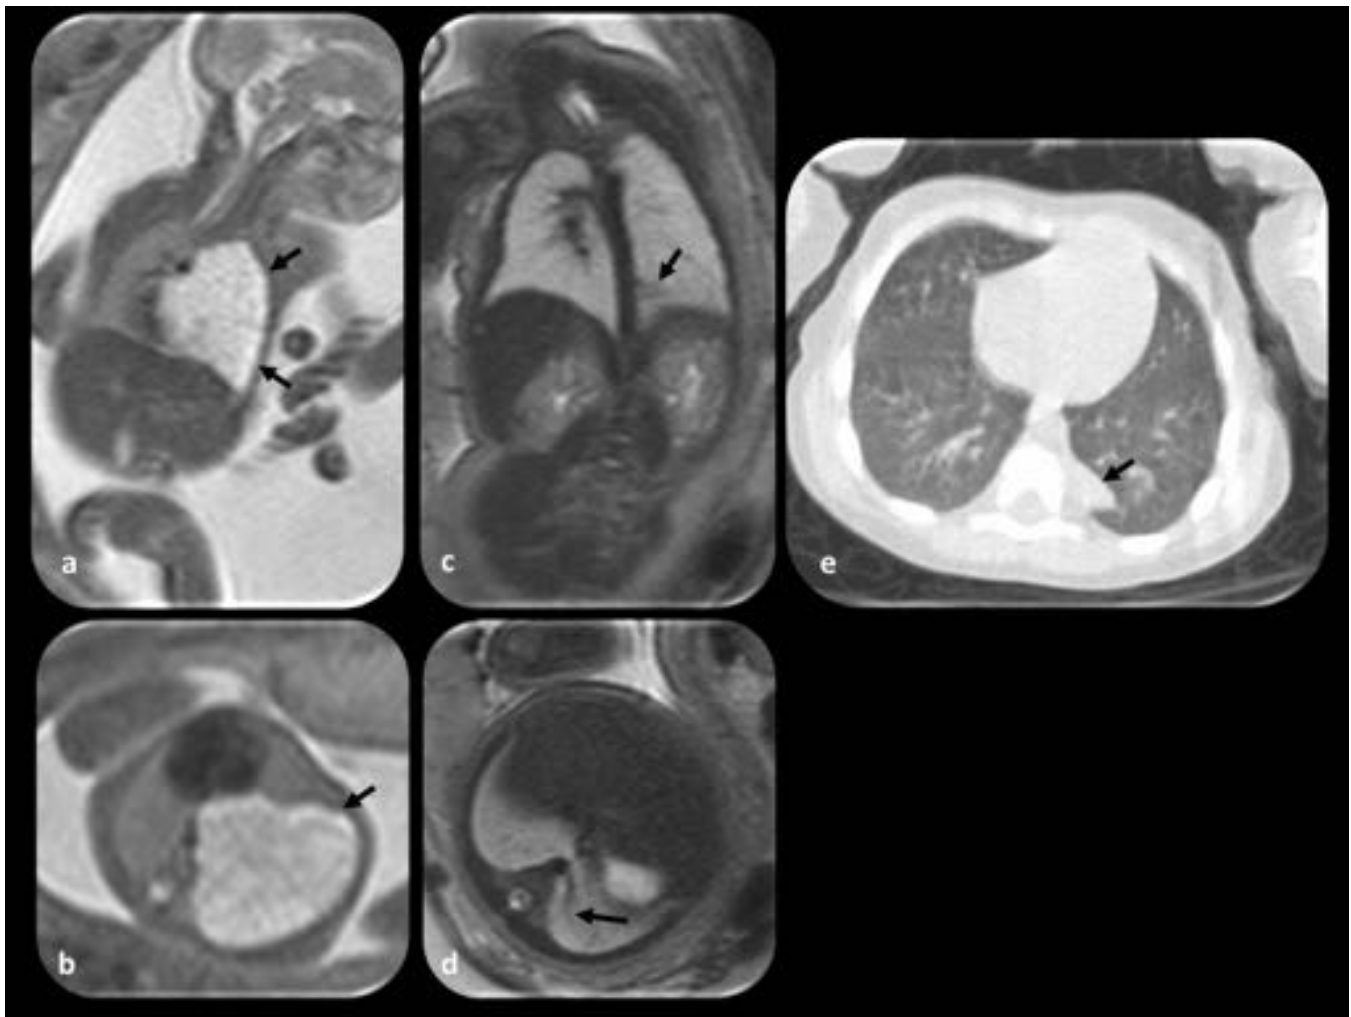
Secuestro extralobar. Feto a las 21 y 38 semanas de gestación. (a y b) Imágenes RM coronales y axiales a las 21 semanas: gran lesión hiperintensa (flechas) en el pulmón izquierdo, asocia un desplazamiento del corazón hacia la derecha. (c y d) Imágenes RM coronales y axiales a las 38 semanas: se observa una disminución significativa del tamaño de la lesión pulmonar izquierda (flechas). (e) La TC después del nacimiento muestra la lesión descrita en la RM (flecha).
